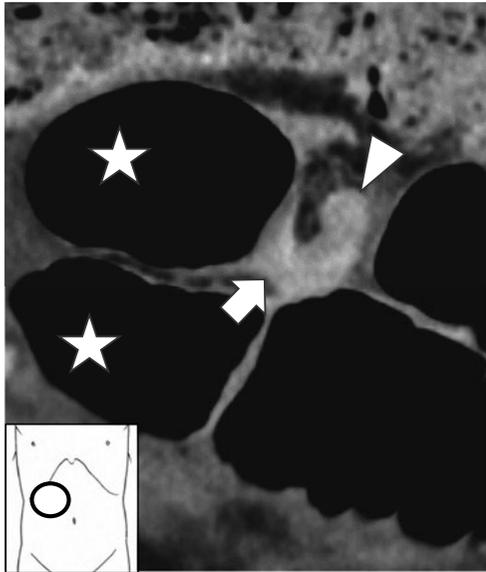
腹部造影CT前額断面画像(○)。拡張腸管(☆)に連続して狭窄部(⇒)、非拡張腸管(△)が確認できる。
